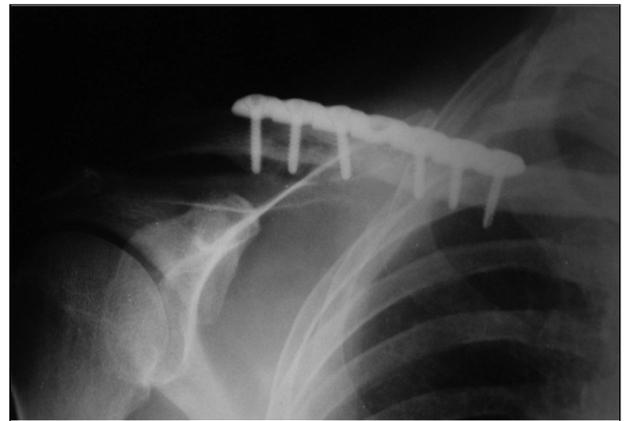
Radiografía posoperatoria.
